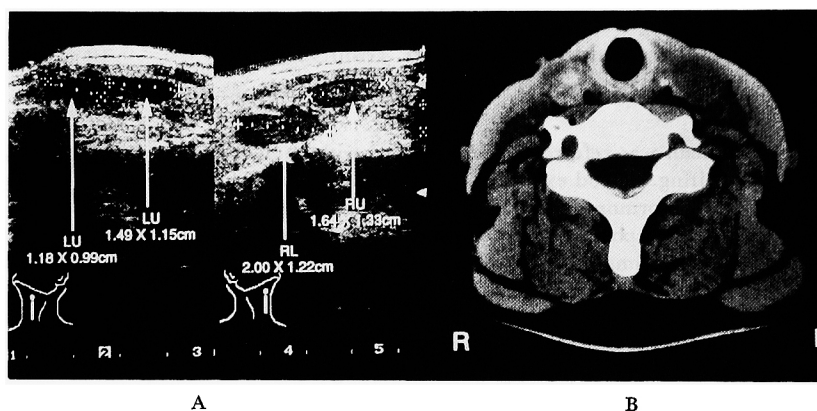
A: Ultrasonography shows four hypoechoic masses in the neck
